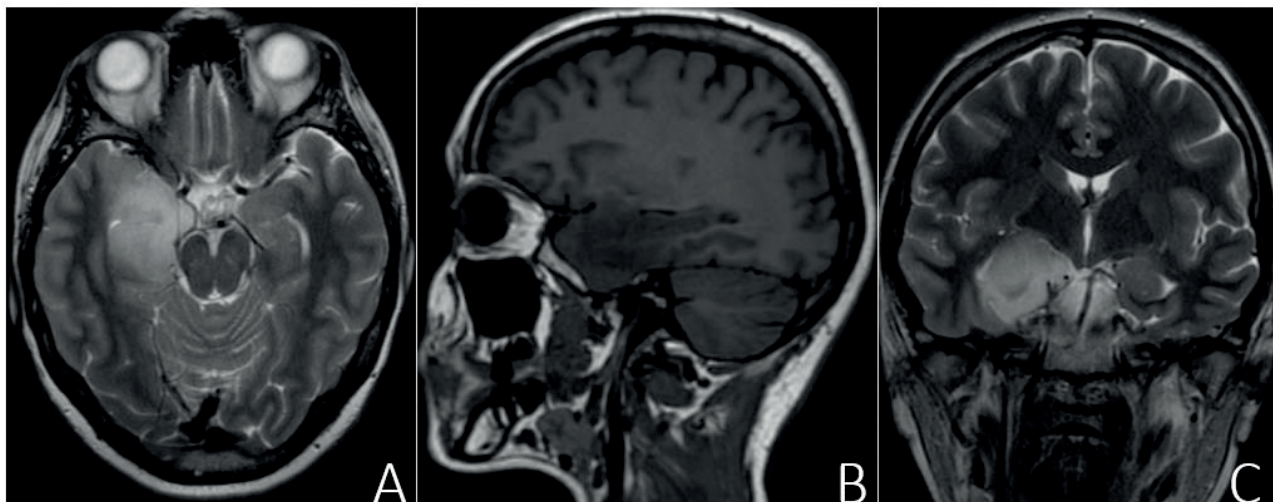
МРТ снимки головного мозга при раннем дебюте заболевания (за 13 месяцев до операции) в аксиальном (А), сагиттальном (В), фронтальном (С) срезах
